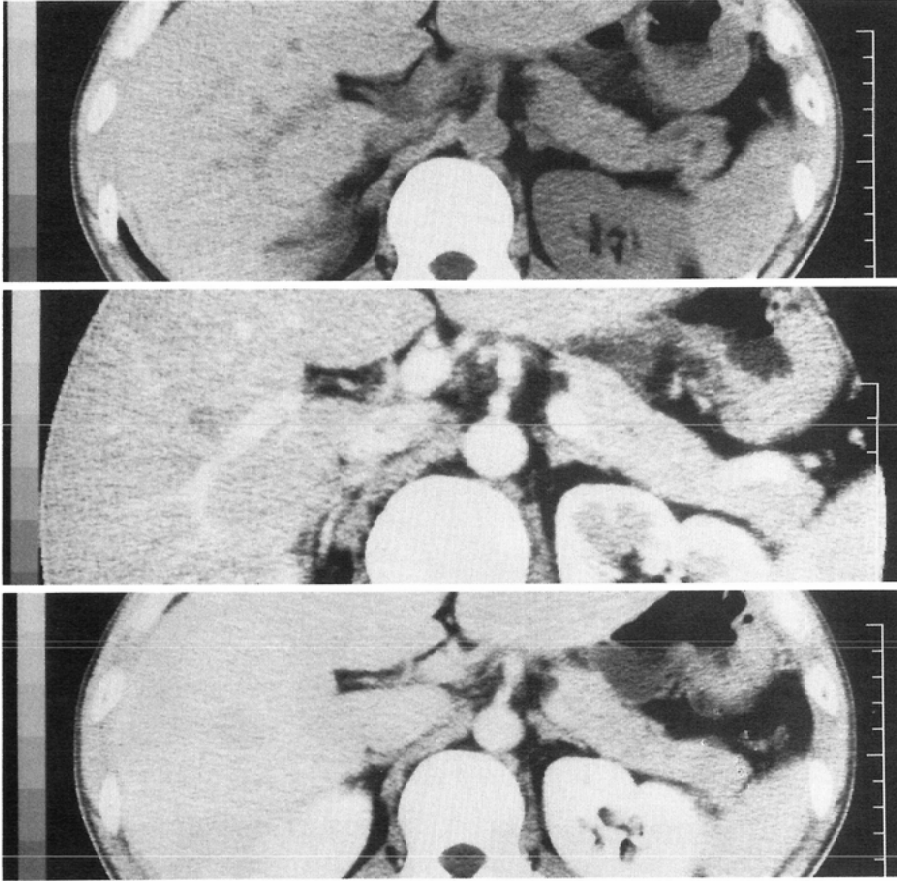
A case of the normal pancreas; the pancreas is most strongly enhanced by thin slice table incremental CE-CT scanning. (the center panel)
